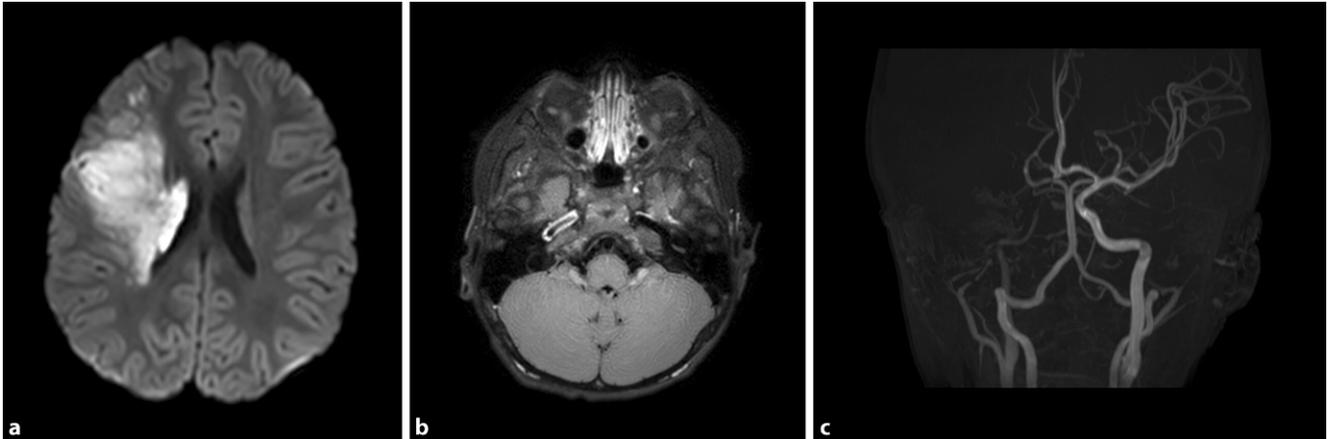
▲ Kraniale Magnetresonanztomographie des 3-jährigen Jungen. a Diffusionsgewichtete Sequenz („diffusion weighted imaging“, DWI): rechtsseitiger Mediainfarkt bei Post-Varizellen-Vaskulopathie; b „black blood“-Sequenz: ausgedehnte wandständige Kontrastmittelaufnahme im Bereich der rechtsseitigen A. carotis interna, beginnend im petrösen Segment und mit Ausläufern bis in die peripheren M2-Äste (*nicht abgebildet*); c 3D time-of-flight (TOF) MR-Angiographie: fehlendes Flussignal in der rechtsseitigen A. cerebri media
